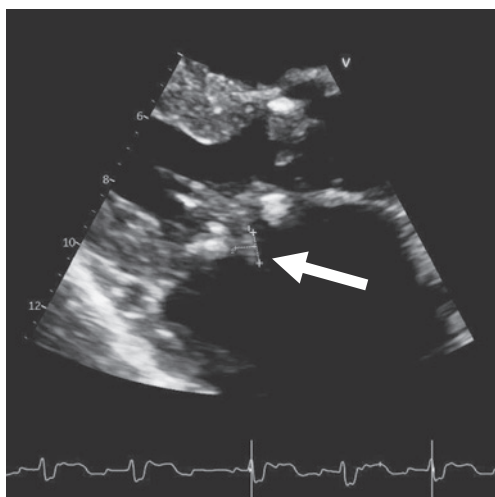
Echocardiography showing a vegetation-like structure on the mitral valve
